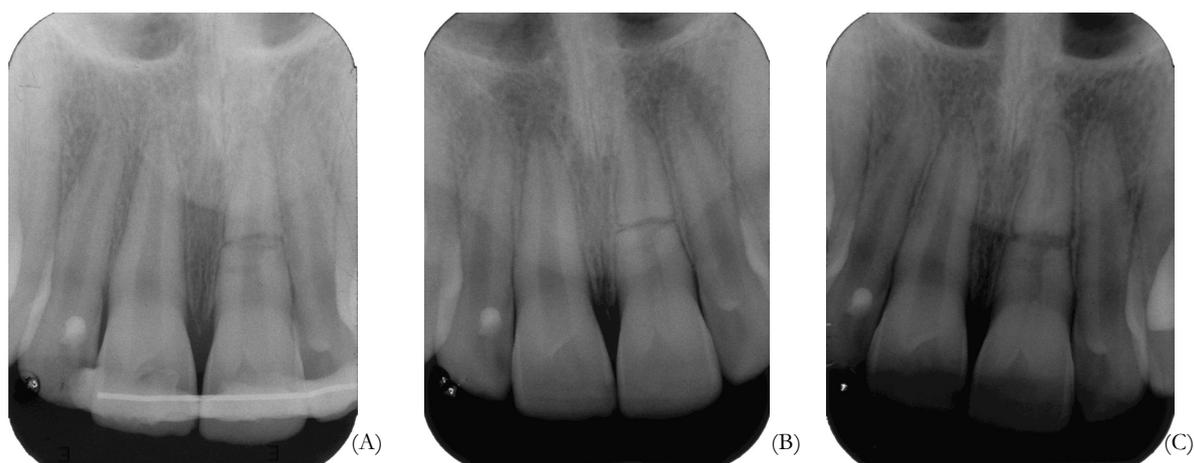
Caso 2. (a) Radiografia inicial, após instalação da contenção rígida, fratura horizontal no terço médio radicular do dente 21; (b) Após três meses; (c) Após um ano e dois meses.
